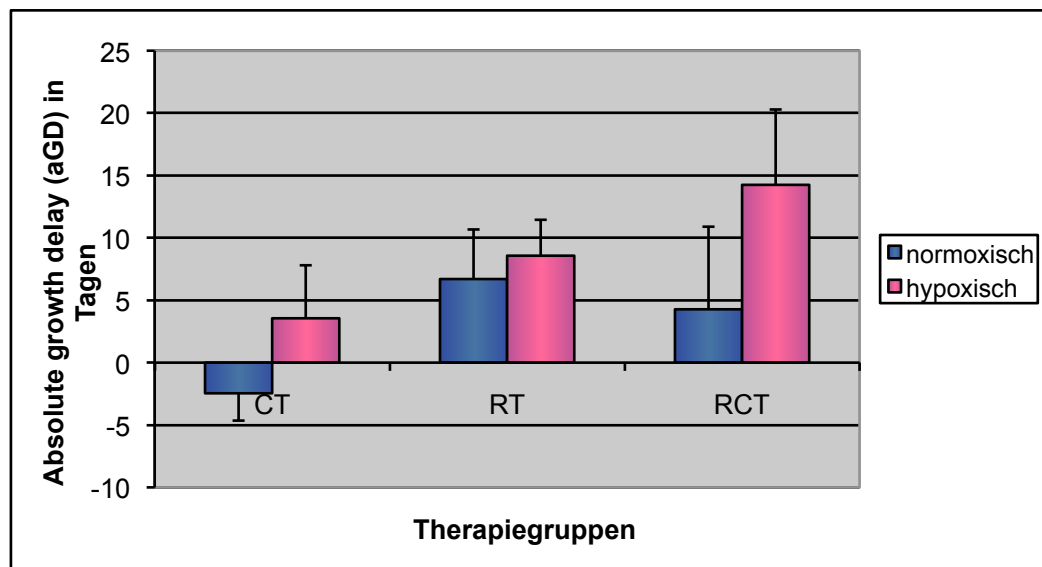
Wachstumsverzögernder Effekt (Growth Delay) der Therapie mit CT und/oder Radiotherapie auf das normoxische bzw. hypoxische Tumorkollektiv; dargestellt ist der Mittelwert (\pm SD) des *absolute Growth Delay* (aGD) durch Therapie mit CT, RT bzw. RCT.
